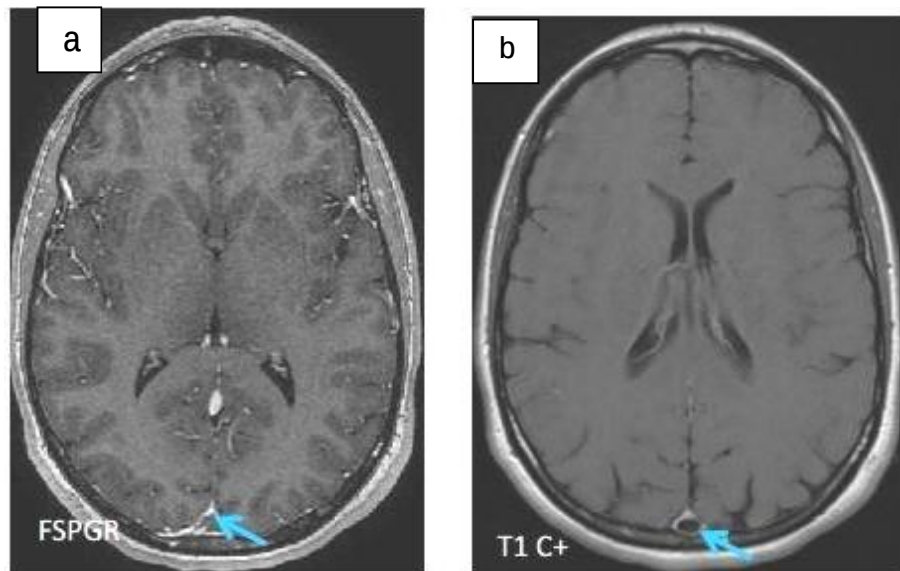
Patiente de 29 ans, ayant consultée pour des céphalées intenses sans autres signes associés. Un scanner cérébral initial a été normal. Une IRM cérébrale en coupe axiale a objectivé un défaut de rehaussement du SLS en séquence T1 injectée (b) et en séquence 3D T1 C+ (a) →. La contraception orale a été retenue comme facteur étiologique.
